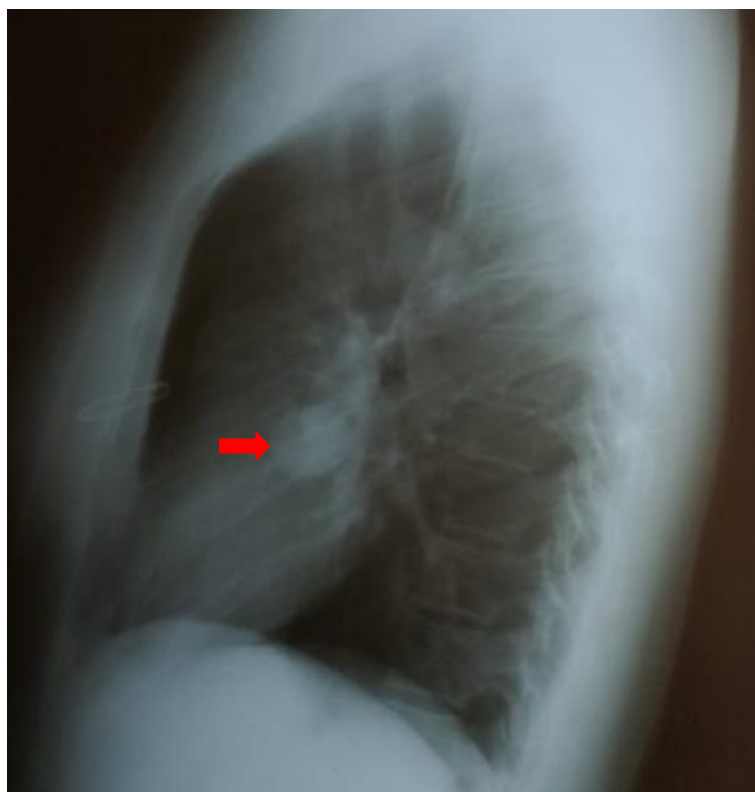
[50] : Radiographie thoracique de profil : présence d'une opacité ronde bien limitée (flèche rouge)
